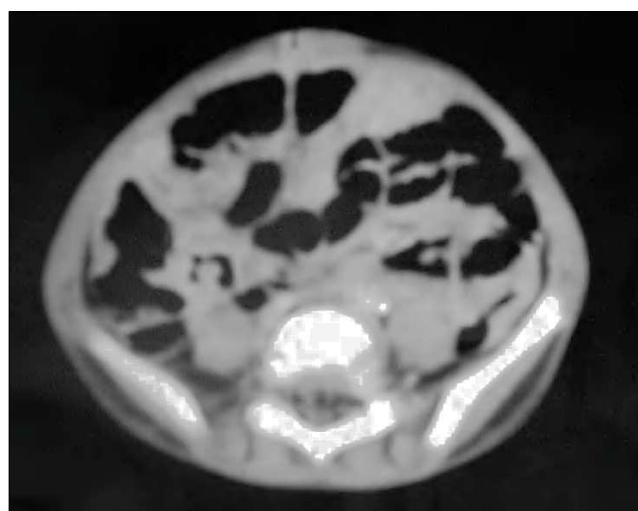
TC de abdomen. Dilatación yeyunal e infiltración peritoneal difusa.
